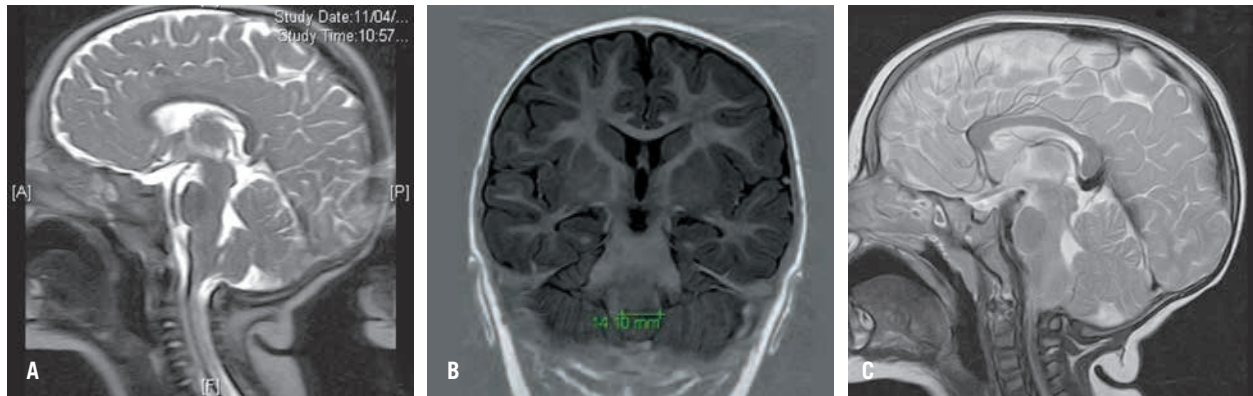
Resonancia magnética secuencias T2, T1 y FLAIR.
